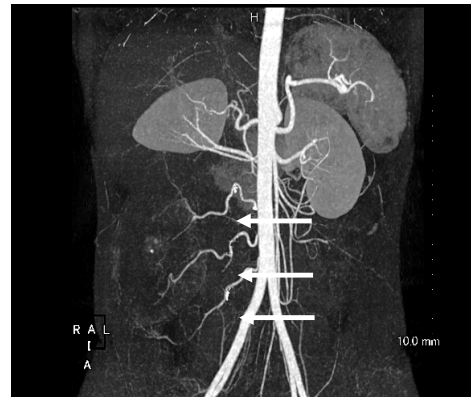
Abdominal enhanced CT scan: The tumor had a maximum diameter of 13 cm, and the L2-4 right lumbar artery was considered to be the feeding vessel (Arrows).
